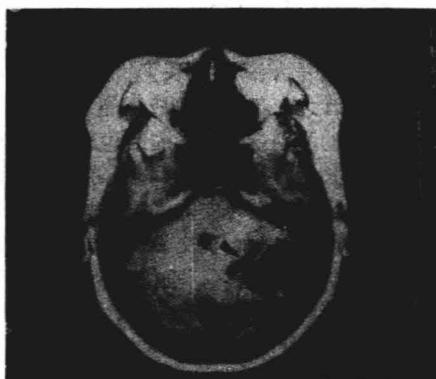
小脑梗塞 MRI横断面T₁像, 可见小脑内
